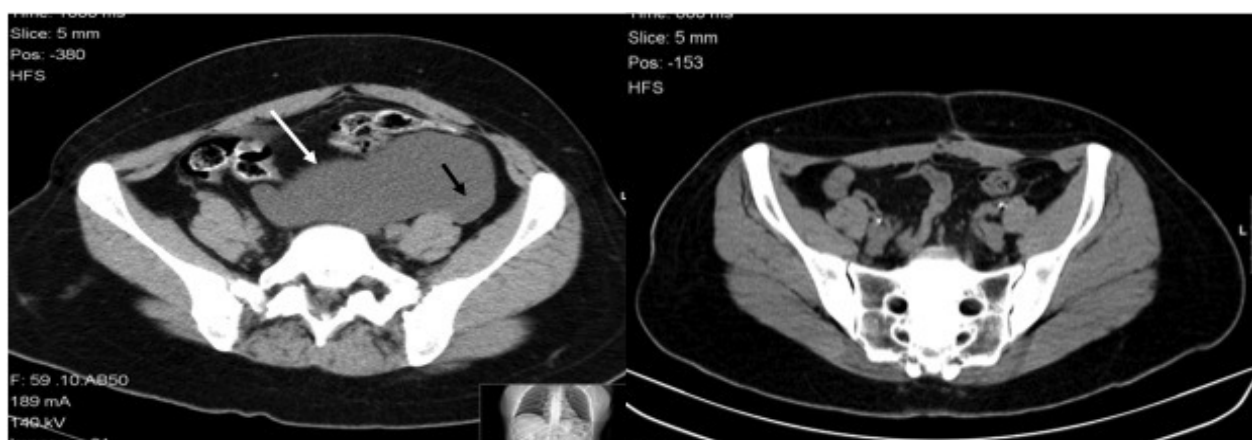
Quisto de inclusão peritoneal (seta branca) em mulher de 32 anos submetida a histerectomia radical com transposição dos ovários. A TC mostra a presença de lesão quística com contornos irregulares e fina septação captante de contraste (seta preta), tendo-se assistido à sua resolução completa dois meses depois.
